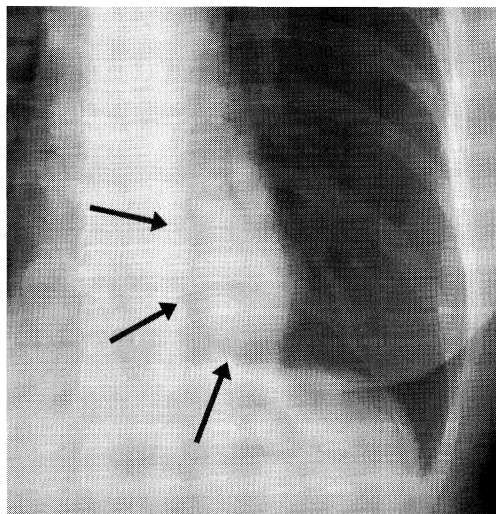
Chest X-ray film shows a homogenous shadow in the left lung field (arrow).
